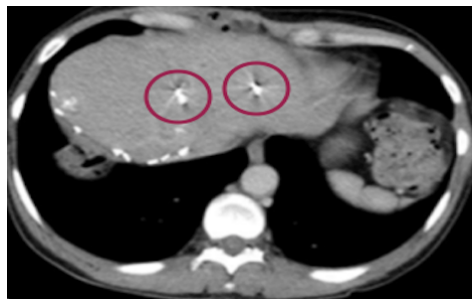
Die Abbildung zeigt eine CT-Schichtaufnahme mit zwei in der Leber implantierten, röntgendichten Gold-Markern (rot umkreist) (Abbildung bearbeitet)
